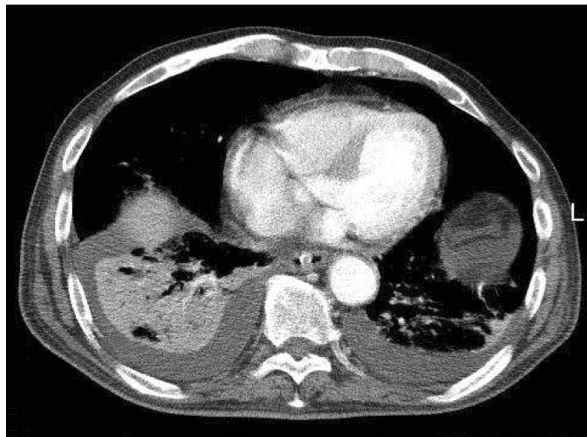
Disappeared pseudoaneurysm of right lower lobe in chest CT scan at 10 days after embolization.
